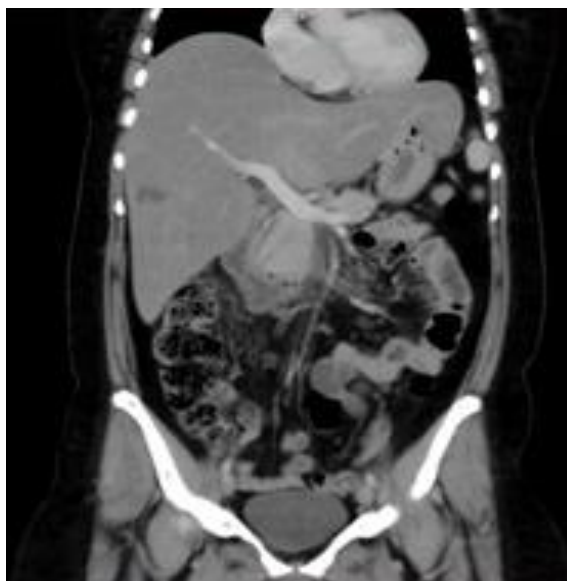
TC de abdome com contraste em corte coronal
